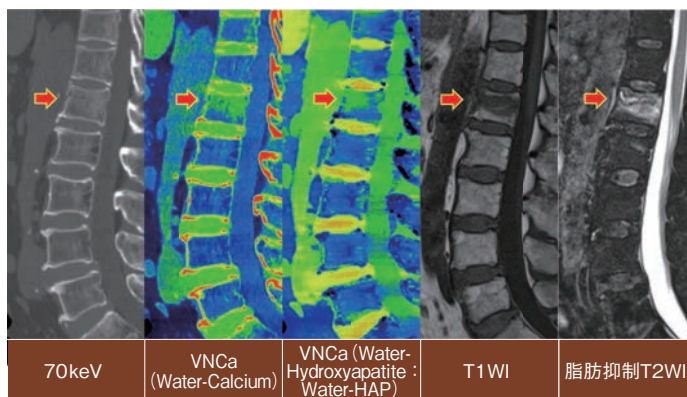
VNCa 画像による骨髄浮腫の描出とMRIとの比較
